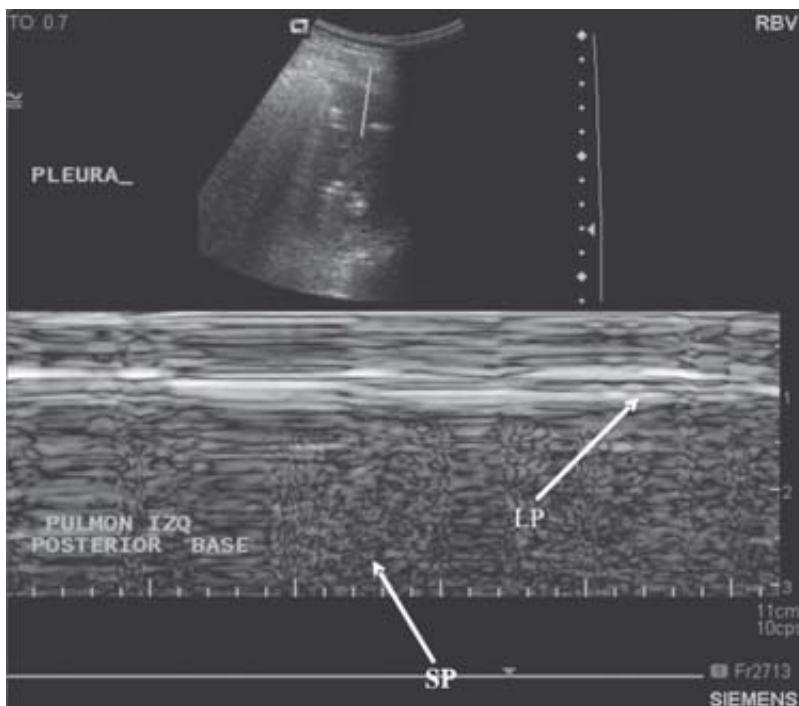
Ultrasonido pulmonar en modo M donde se observa: Línea pleural (LP) y Signo de la playa (SP), nótese el patrón ultrasonográfico granular.
